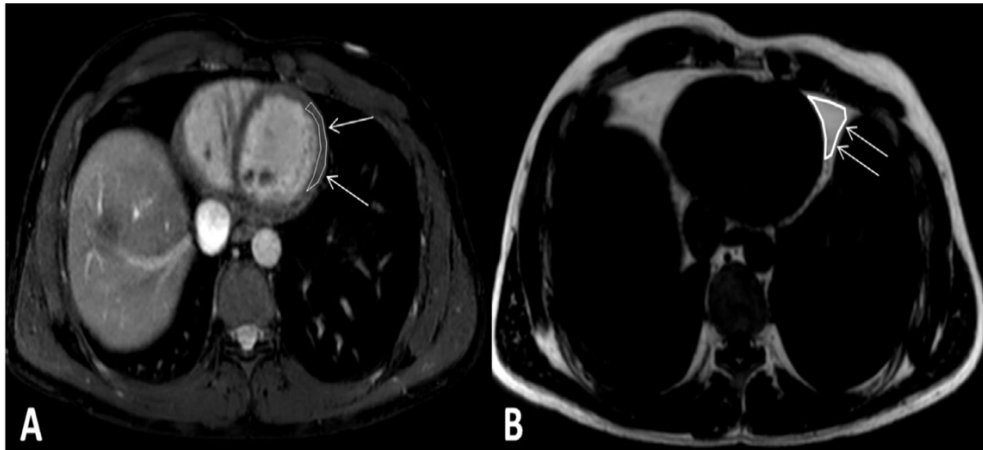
ROI-basierte Quantifizierung des epikardialen Fettgewebes in der MRT-Dixon-Sequenz. ROI A entspricht reinem Fettgewebe, ROI B dem Myokard; daraus ergeben sich die Signalintensitäten  $S_{fat}$  und  $S_{myo}$ . Die Fettfraktion wurde definiert als  $FF = F/(F+W)$ . Der Schwellenwert zur Identifikation von Voxeln mit überwiegendem Fettanteil wurde festgelegt als  $FF_{thres} = S_{fat}/(S_{fat} + S_{myo})$
